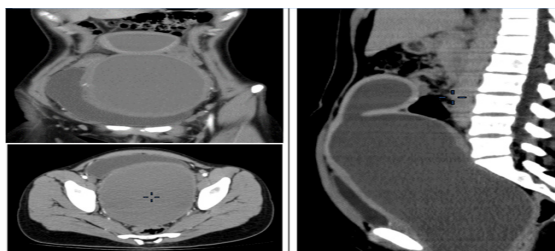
КТ органов брюшной полости и малого таза в 3-х проекциях
